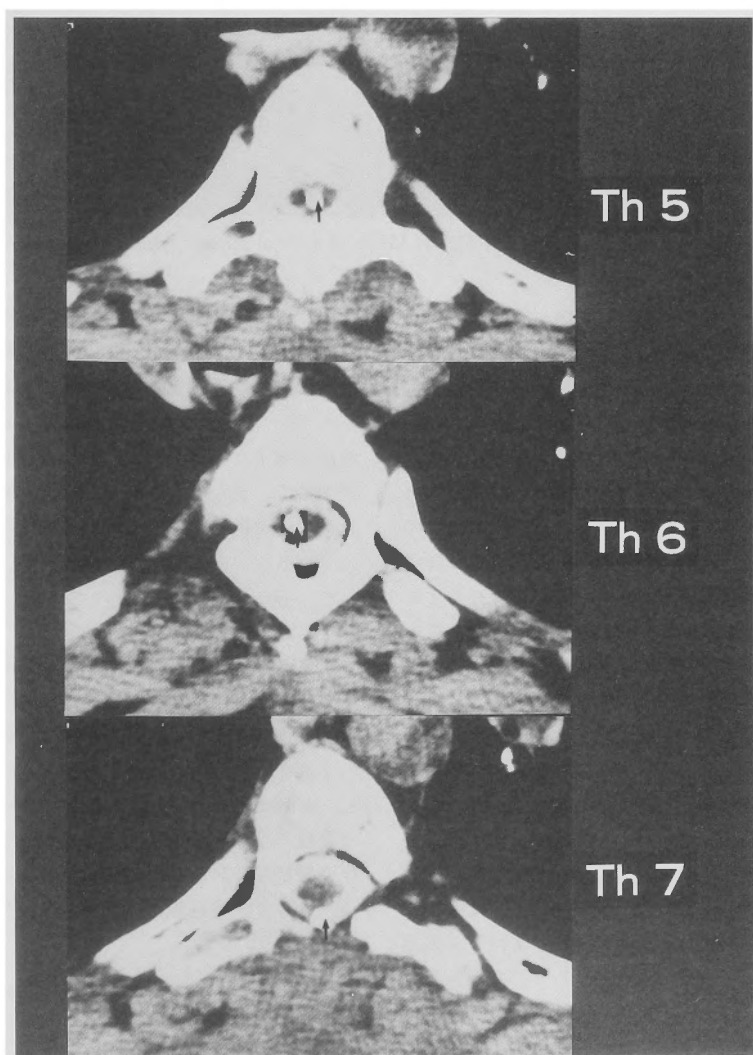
Delayed CT myelograms showing decrease in size of syrinx and appropriate placement of S-S shunt catheter (arrow).
